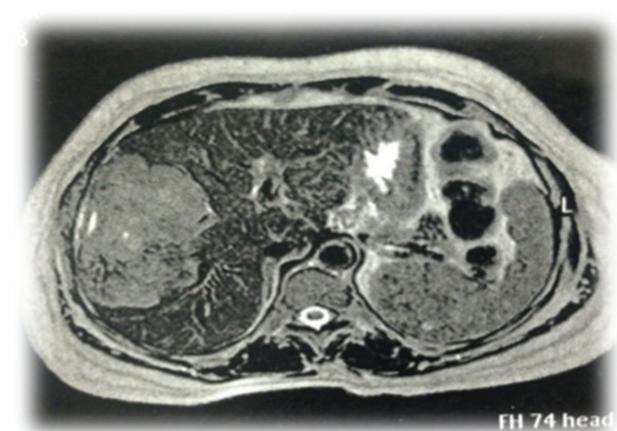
RM abdominal (T2) com tumor de 10 x 6,4 x 11,3 cm comprometendo o lobo hepático direito.
